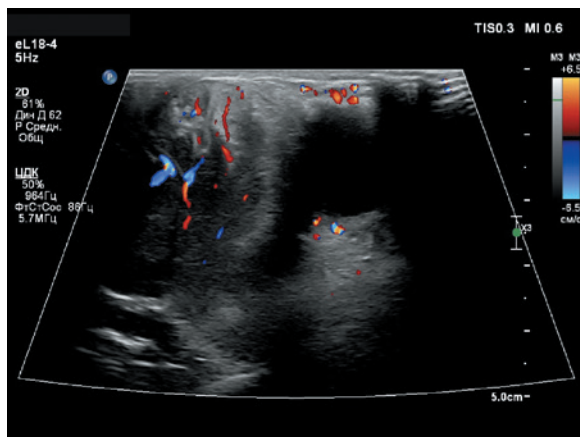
Ультразвуковая томограмма левой орбиты. У внутреннего угла орбиты в мягких тканях определяется инфильтрат неоднородной структуры, уходящий вдоль медиальной и верхней стенок орбиты на глубину до 4,7 см, без четких контуров, со множественными сосудами в структуре, признаками инфильтрации окружающих тканей, общими размерами 4,3 × 3,0 × 4,7 см
